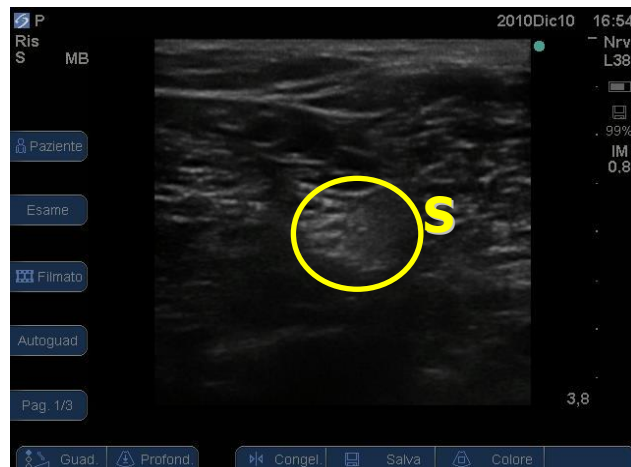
Visione ecografica nervo sciatico (unica componente)
